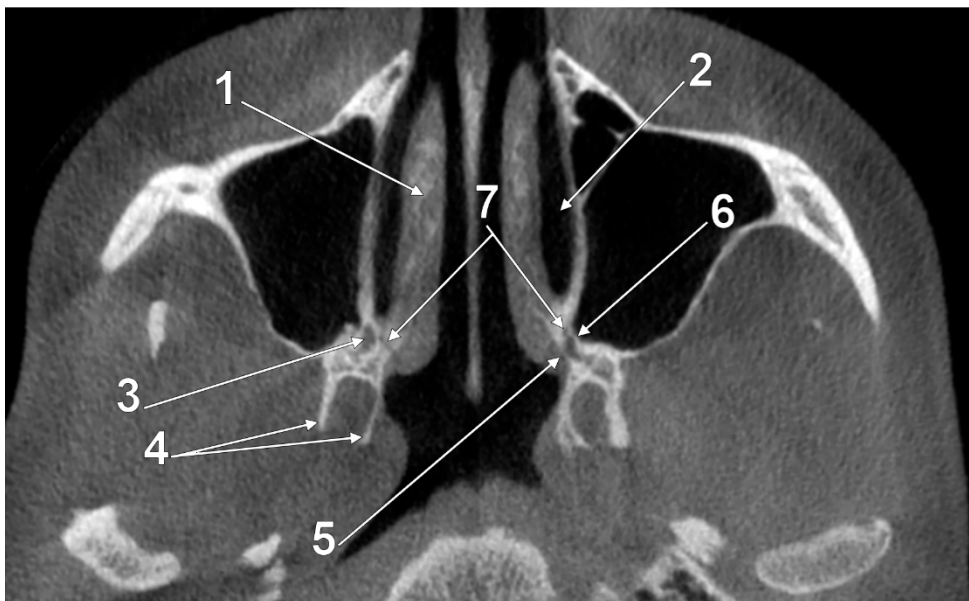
Secțiune axială CBCT prin canalele palatine mari. 1.cometul nazal inferior; 2.meatul nazal inferior; 3.canalul palatin mare; 4.lamele pterigoidiene; 5.peretele palatin al canalului palatin mare; 6.peretele maxilar al canalului palatin mare; 7.orificiul/traiectul ramurii nazale postero-infero-laterale a n.palatin mare.
